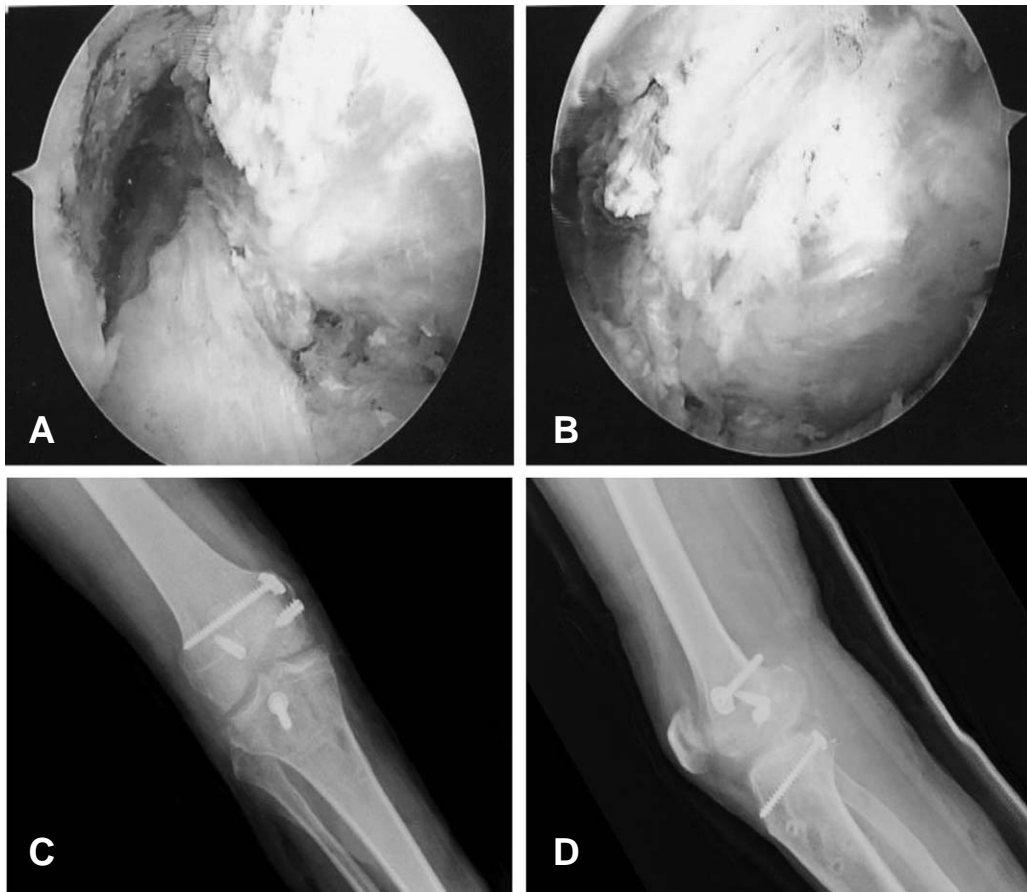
Intraoperative arthroscopic photograph (A, B) and postoperative radiograph (C, D) showed successful reconstructed double bundle grafts and stable fixation of tibial bone block.
